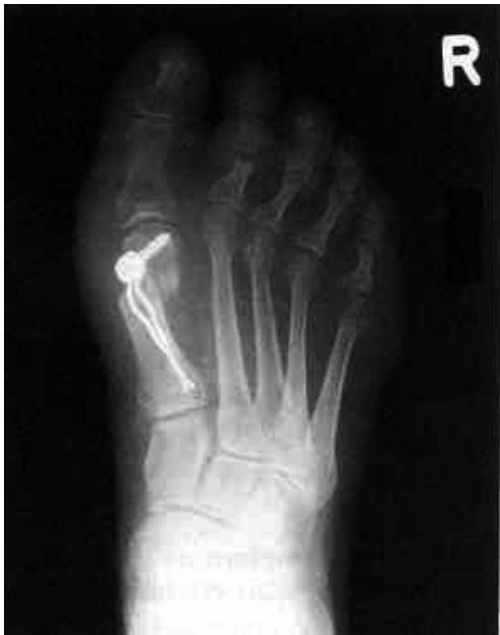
Postoperatives Röntgen
